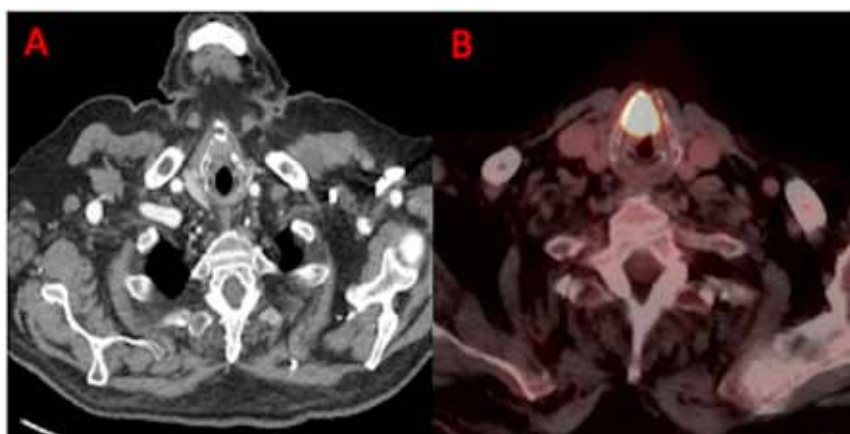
A Tomografía de cabeza y cuello, donde se observa masa necrótica en íntima relación con el cartilago tiroides. B Tomografía por emisión de positrones, visualizando masa hipermetabólica en cuerda vocal derecha.
